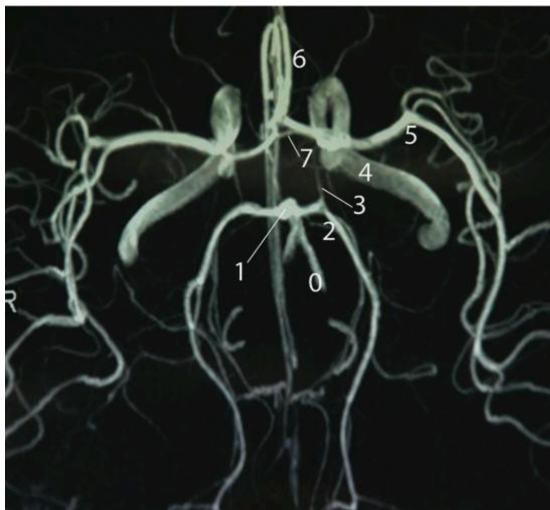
Angio-IRM du cercle de Willis, TP 2020
